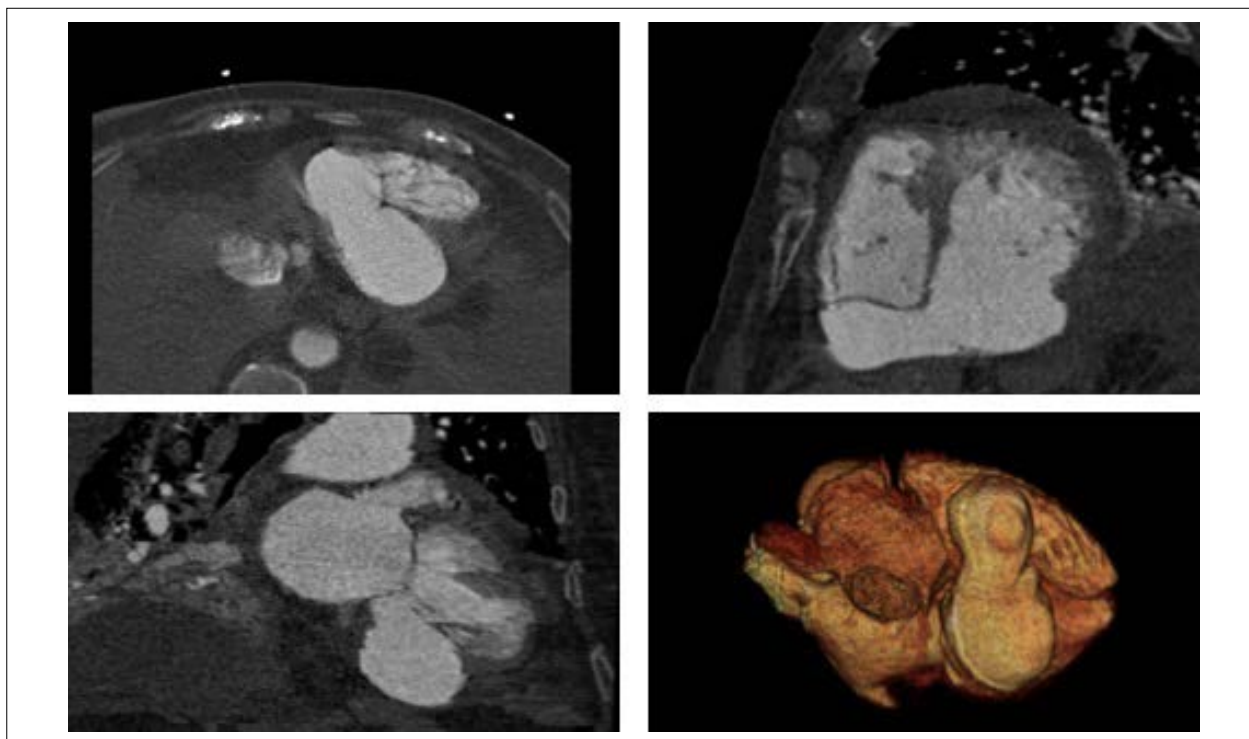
Tomografia computadorizada cardíaca mostrando ruptura do miocárdio contida, formando uma pseudocavidade, que se comunica com a cavidade do ventrículo esquerdo
